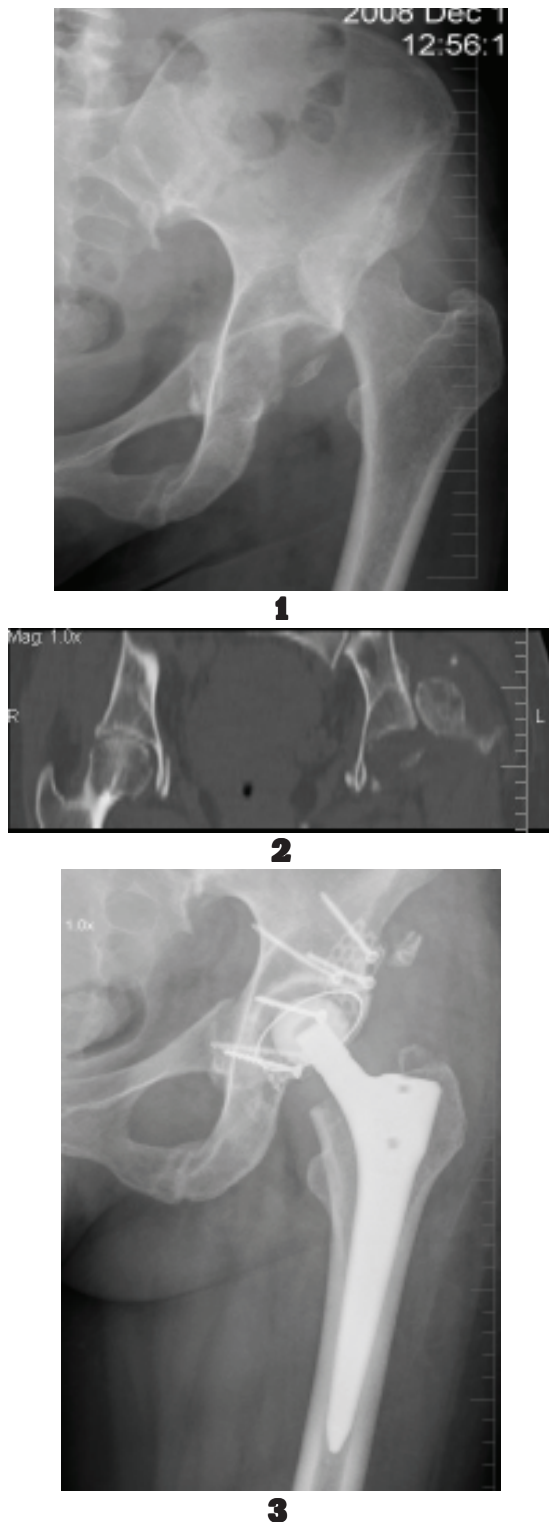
Рентгенограммы пациента 3., 48 лет. Эндопротезирование в случае застарелого переломовывиха тазобедренного сустава 1 – застарелый переломовывих тазобедренного сустава, 2,5 месяца после травмы; 2 – компьютерная томография: некроз головки бедра; 3 – эндопротезирование с применением костной пластики и титановой сетки.
